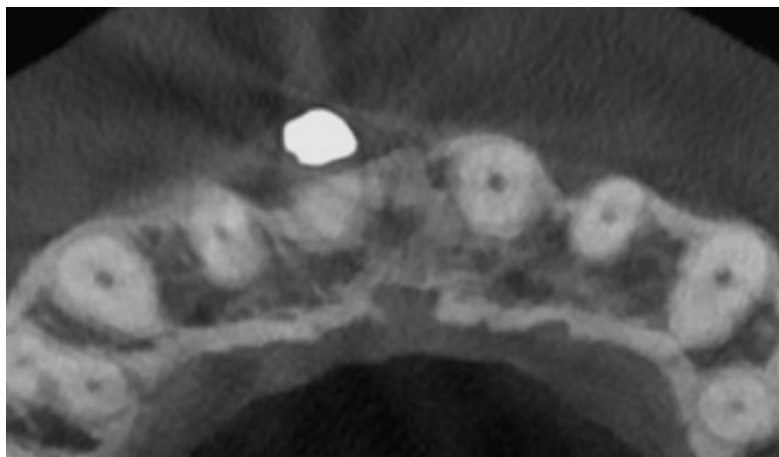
Tomografia 1 – visualização do material intraósseo.
